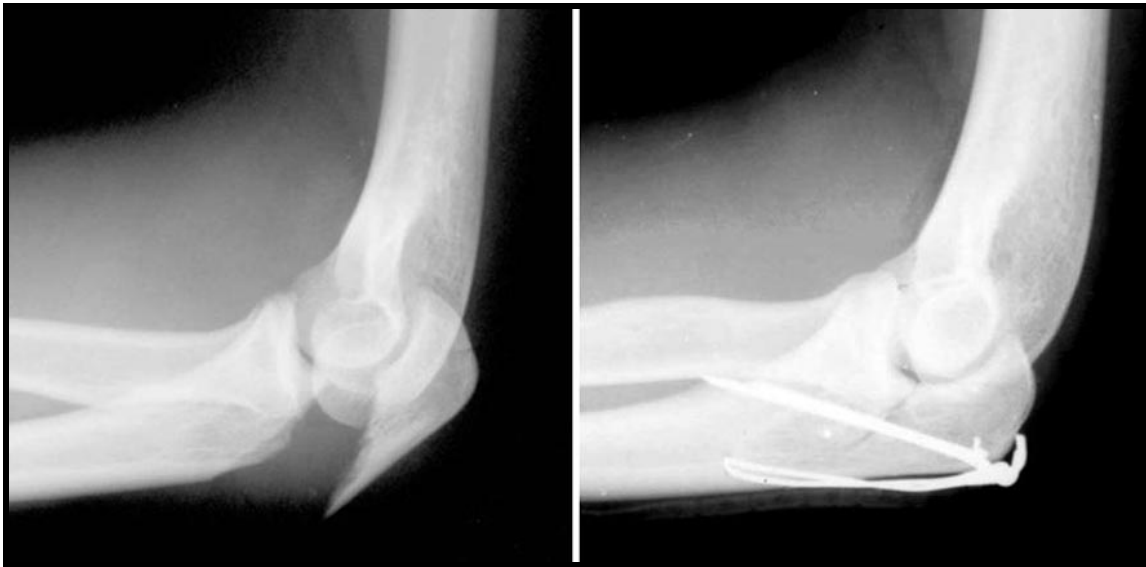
Röntgenbilder bei Nachuntersuchung (li. Olekranon)
